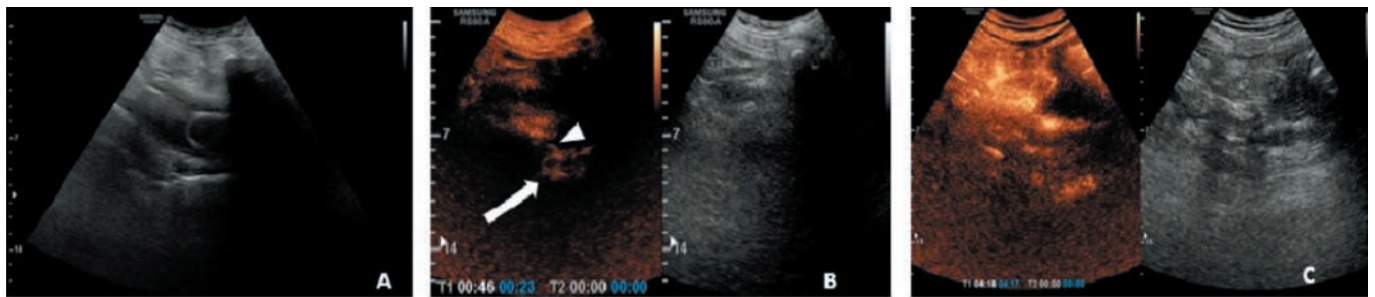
Figura A\_ Ecografia B-MODE mostra la presenza di catetere endovesicale.
